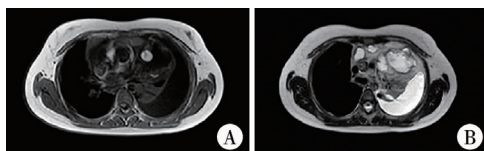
纵隔畸胎瘤影像学表现(病例 1) A:左前上纵隔内见不规则高低混杂信号影,病灶边界欠清楚,范围约 7.3 cm × 8.6 cm × 8.0 cm; B:占位内见结节状短 T1 长 T2 信号影,DWI 为部分高信号,T1 高信号压脂像上信号减低
